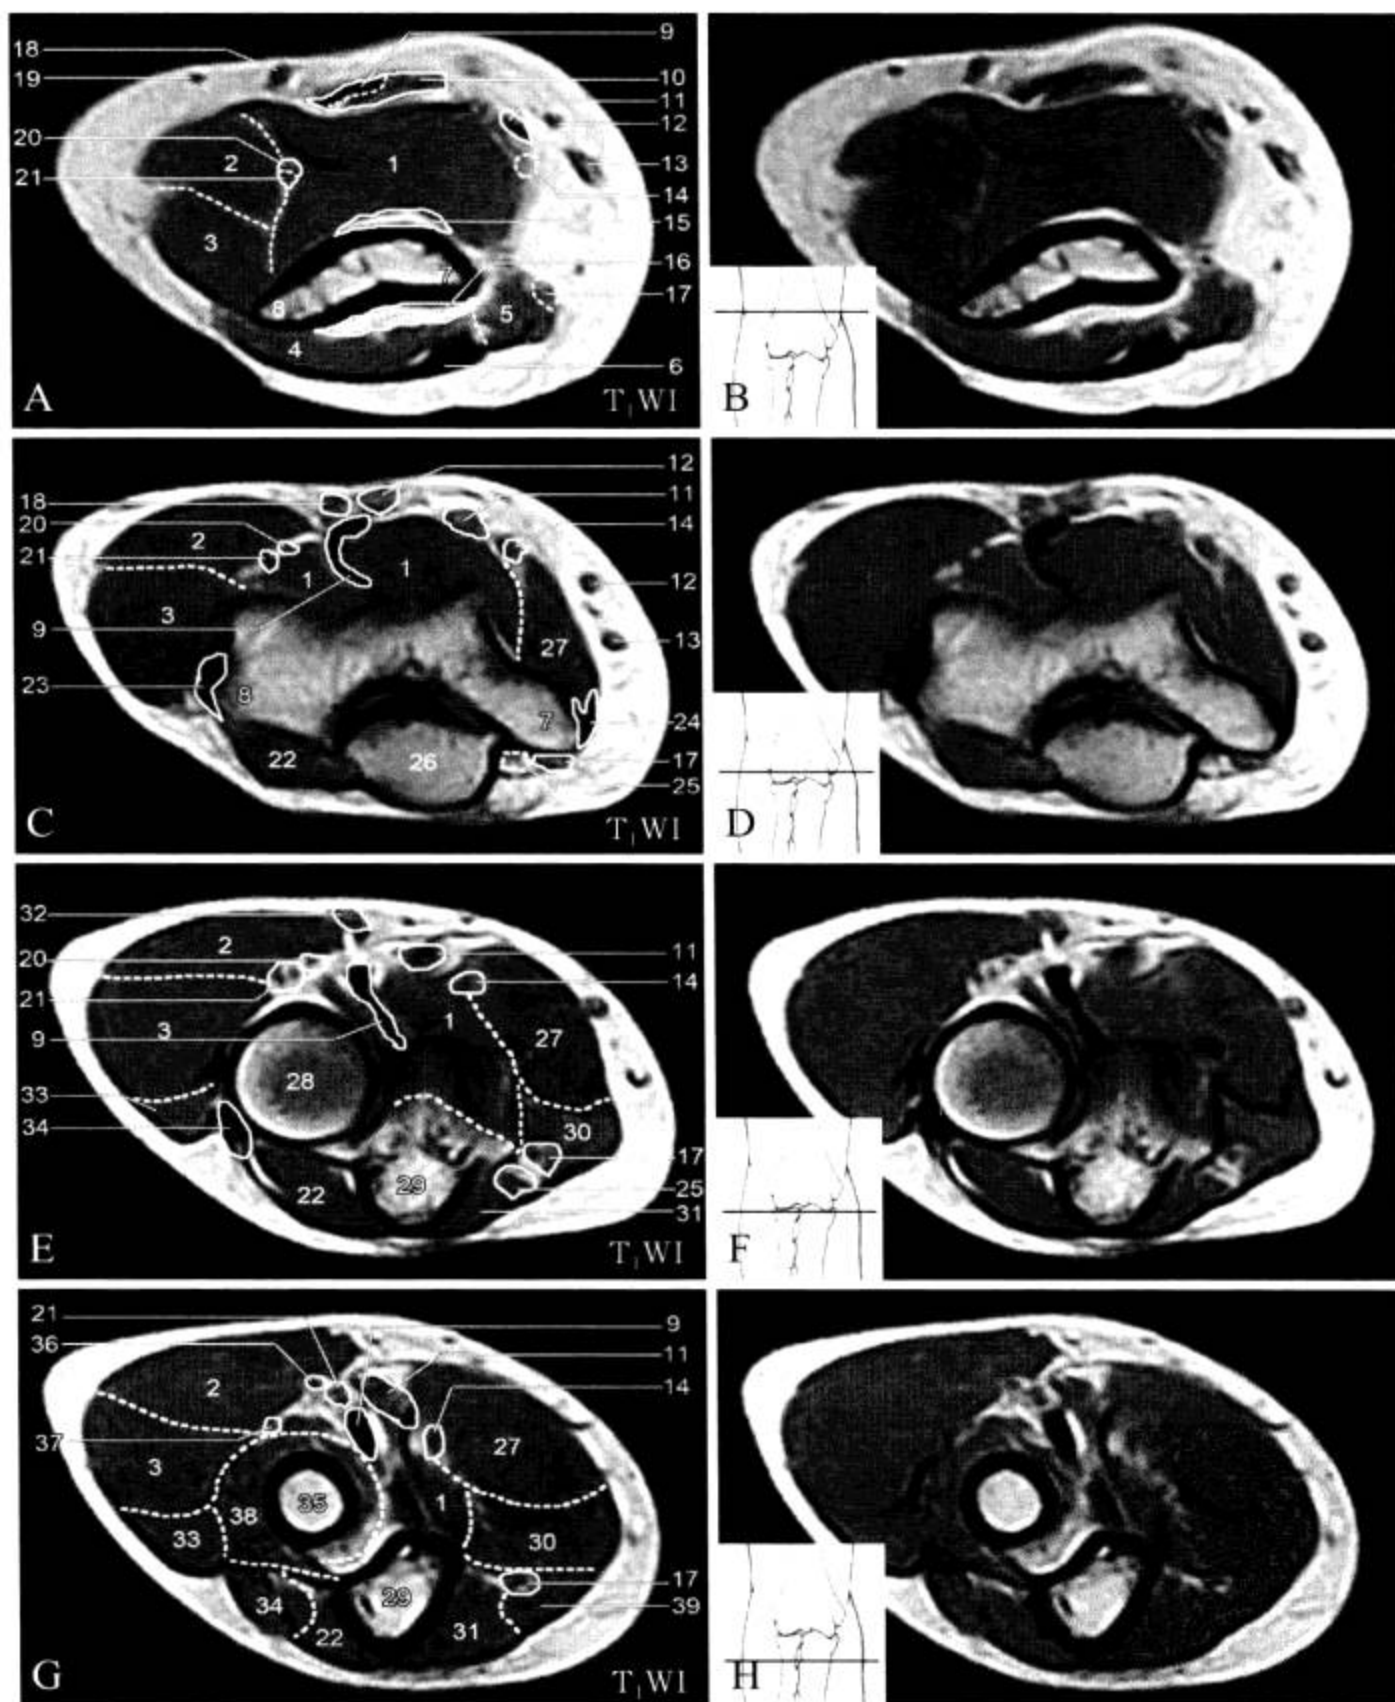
肘关节 MRI 横断面 (T<sub>1</sub>WI)
